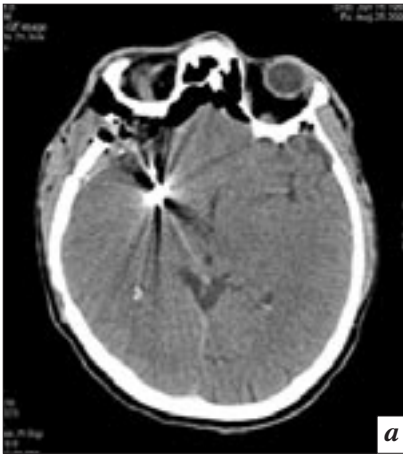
Мультиспиральные компьютерные томограммы мужчины 40 лет, 2-е сутки после клипирования среднемозговой артерии: *a* – МСКТ головного мозга; *б* – МСКТ головного мозга, ишемические изменения в бассейне правой СМА (стрелка); *в* – МСКТ грудной клетки, томографический срез на уровне бифуркации трахеи демонстрирует признаки левосторонней пневмонии; *г* – МСКТ грудной клетки, томографический срез на уровне нижнедолевых бронхов левого легкого демонстрирует признаки левосторонней пневмонии.
